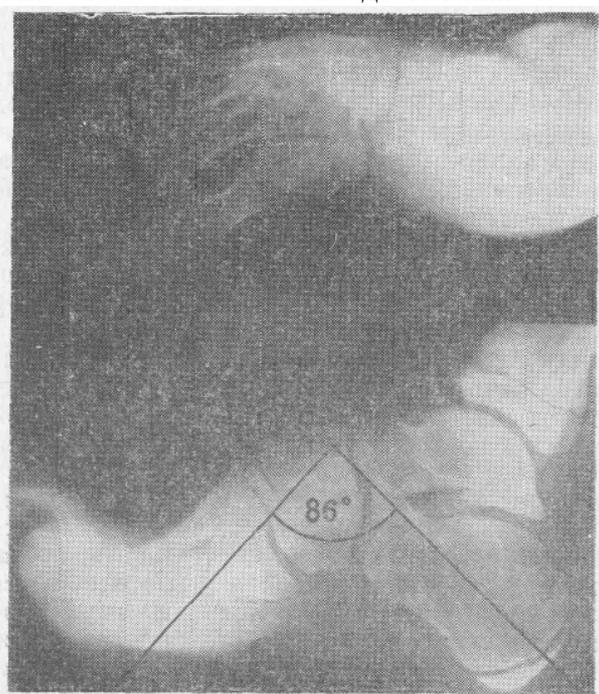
Рентгенограмма полой стопы до лечения.
